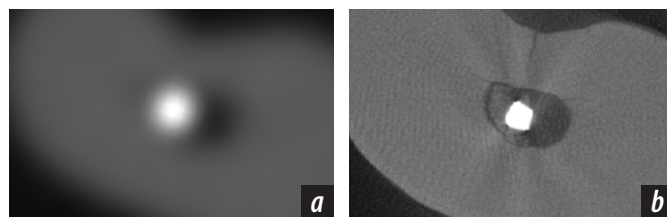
Томограммы корня зуба в аксиальной плоскости, корневой канал содержит фрагмент металлического инструмента. На КЛКТ — металлический фрагмент округлой формы в поперечном сечении (а). На микро-КЛКТ — металлический фрагмент четырехугольной формы в поперечном сечении, в корневом канале также находятся фрагменты дентина, на фоне артефактов от металла видны линии перелома корня зуба (b)
